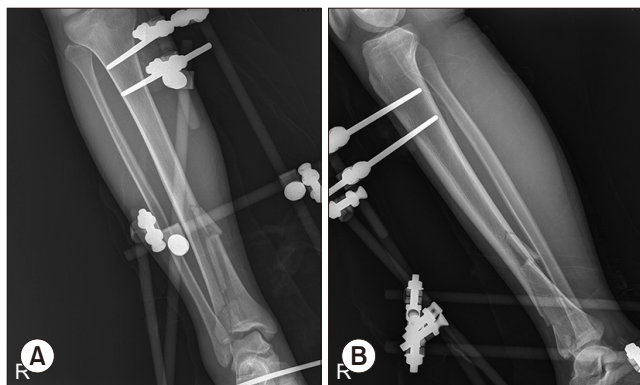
Postoperative X-ray of external fixator applied state; anteroposterior (A) and lateral (B) view.
